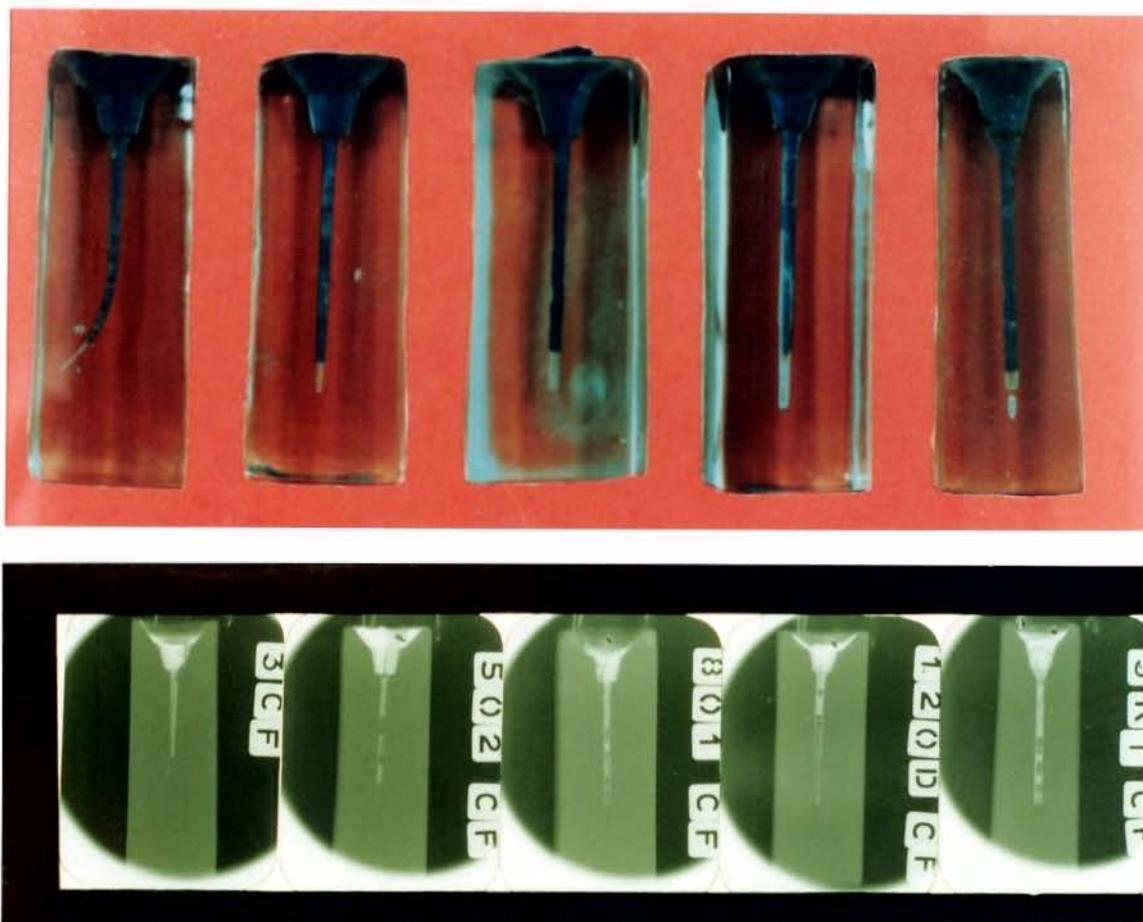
Fotografia (acima) e radiografia (abaixo) dos bloquinhos de acrílico com aspectos de canais preenchidos com Canal Finder, mostrando a ineficiência deste método principalmente no terço apical.
